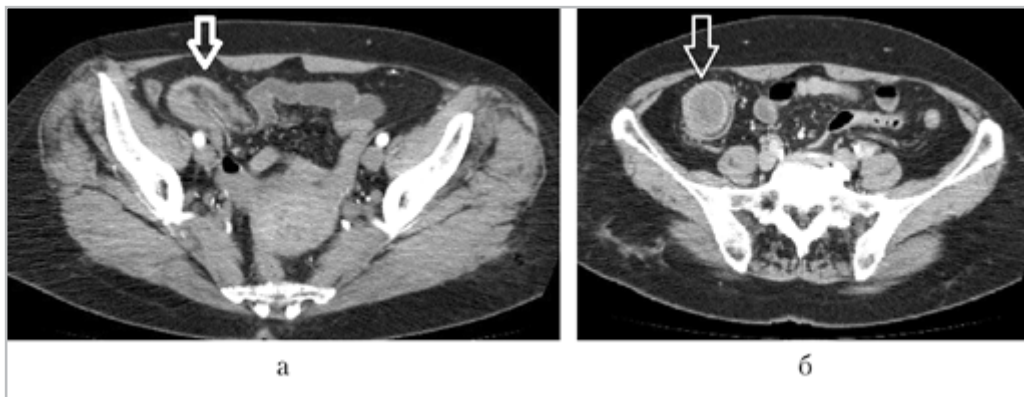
Компьютерные томограммы брюшной полости, аксиальные сканы: *а* — инвагинация подвздошной кишки в толстую (*стрелка*); *б* — объемное образование с повышением контрастирования его стенки в проекции баугиниевой заслонки (*стрелка*)
